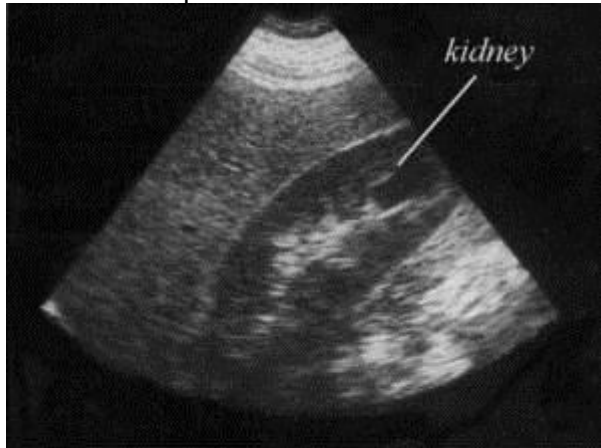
Ultrasonido de riñón normal
